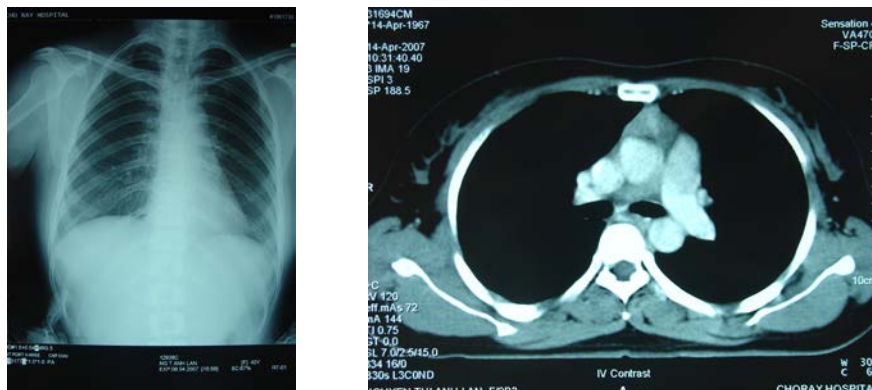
CT scan: hình ảnh u tuyến hung (KQ GPB: Carcinôm tuyến hung)
